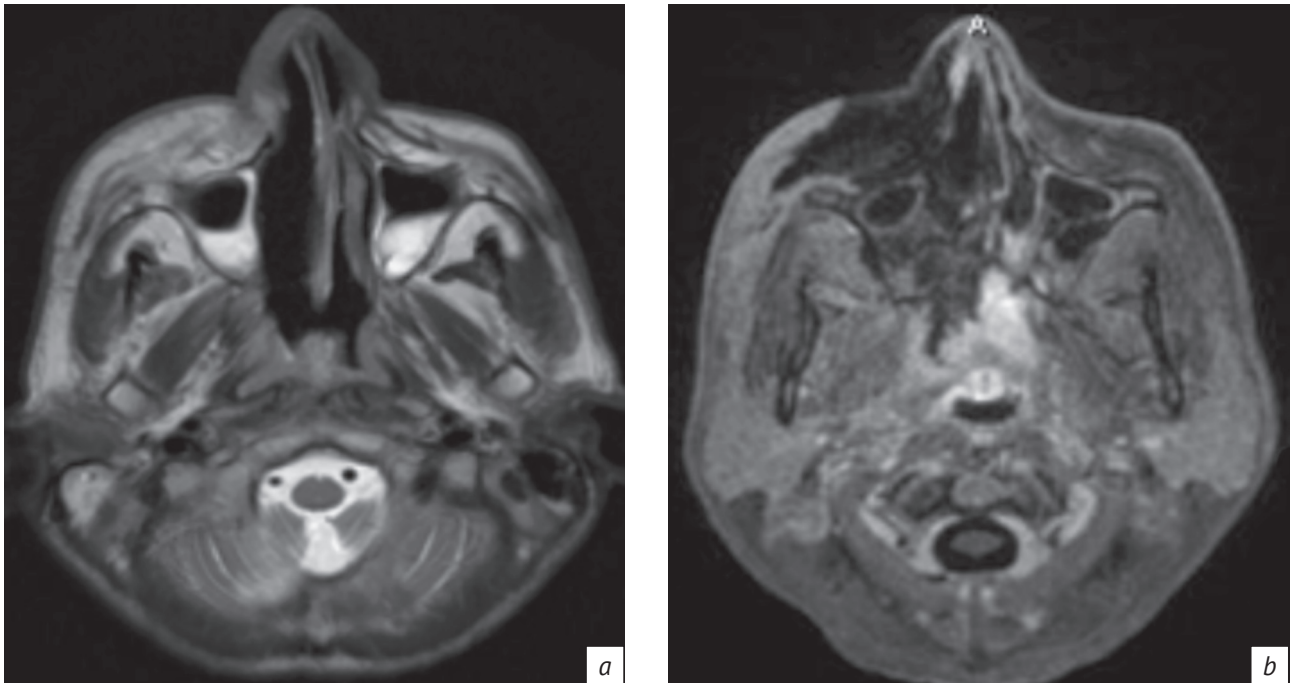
МРТ-изображения в аксиальной плоскости в режимах Т2-ВИ (а), Т1 FatSat после внутривенного введения контраста (б). Увеличение объема, снижение дифференцировки мягких тканей правой половины лица, при введении контраста отсутствует его накопление в указанной зоне (зона некроза)
